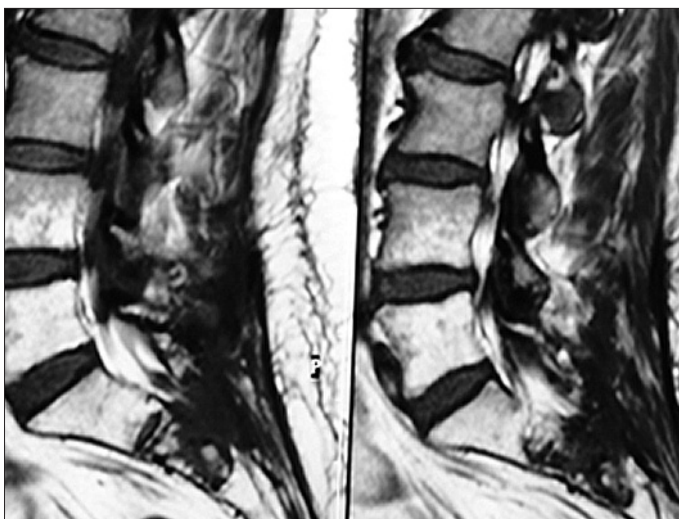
Resonancia Magnética: Lesión original.
